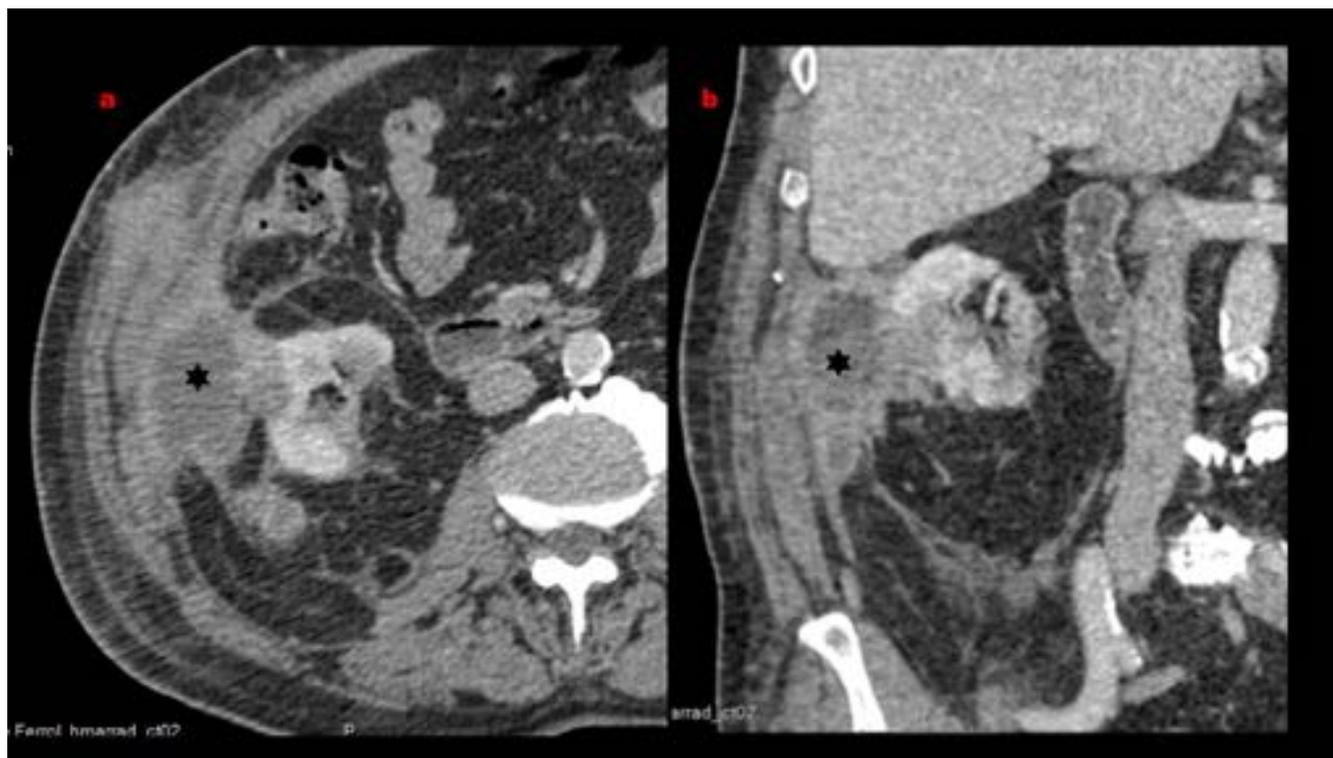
Varón de 76 años. TC axial (a) y coronal (b). Abscesos (asterisco) fistulizados a la piel días después de nefrectomía parcial por carcinoma de células claras.
